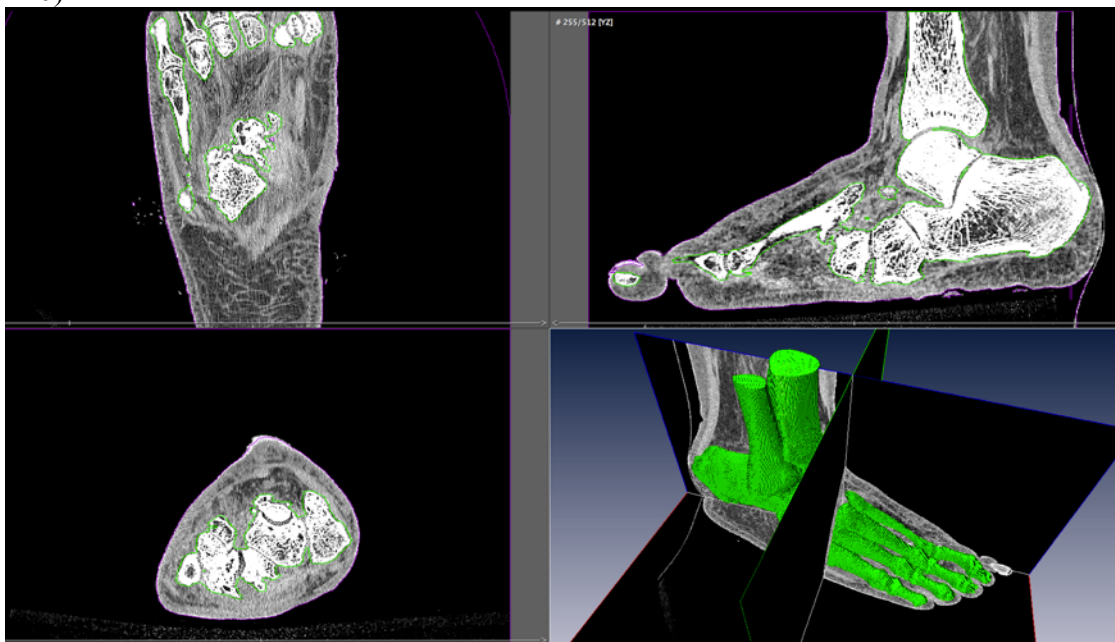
Reconstruction surfacique par segmentation du squelette fusionné à partir de coupes CT scan
